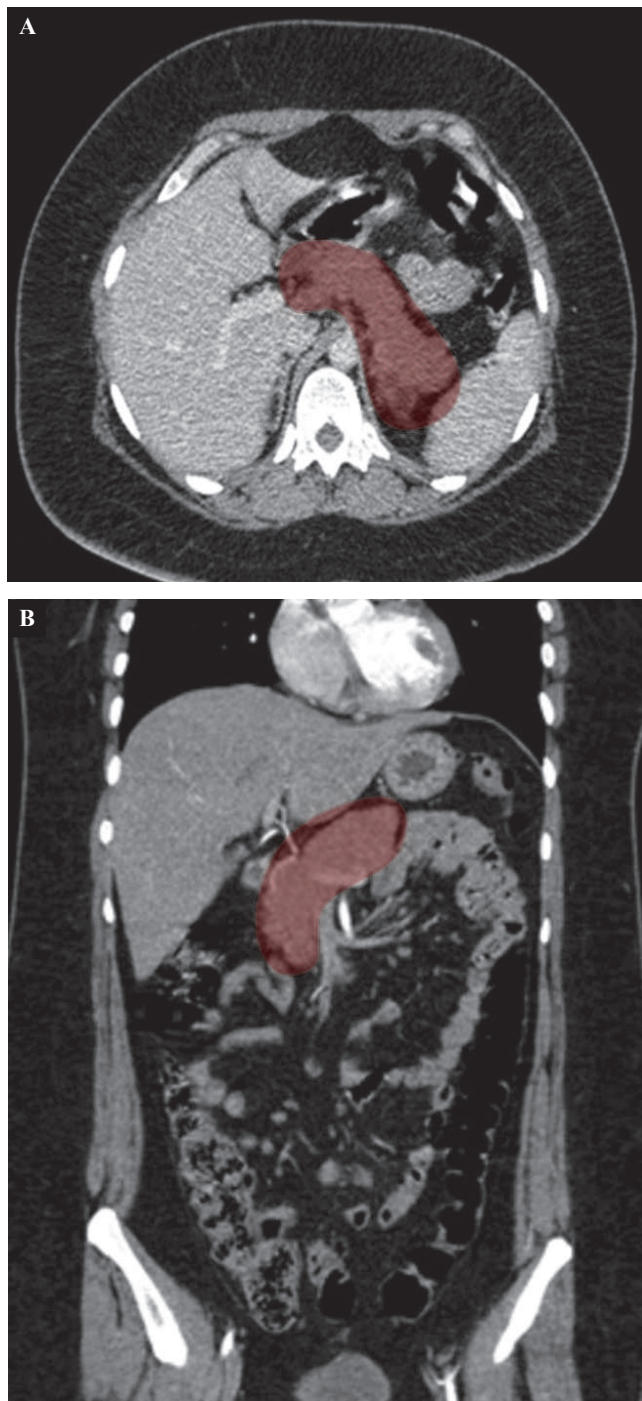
Tomografía axial computarizada trifásica. A. Corte transversal, fase venosa, sin alteraciones en páncreas. B. Corte coronal, fase arterial. Sin alteraciones en páncreas.
